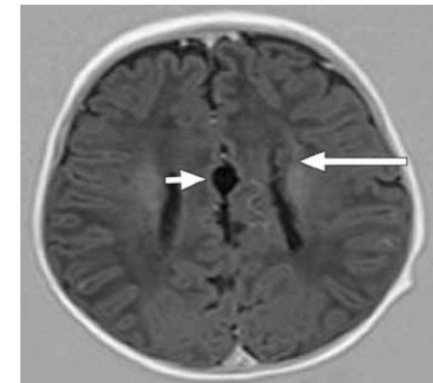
Axial inversion recovery MR image shows widely separated bodies of lateral ventricles with an interhemispheric cyst (arrowhead) and periventricular nodular subependymal grey matter heterotopia (arrow) along the body of the left lateral ventricle.
